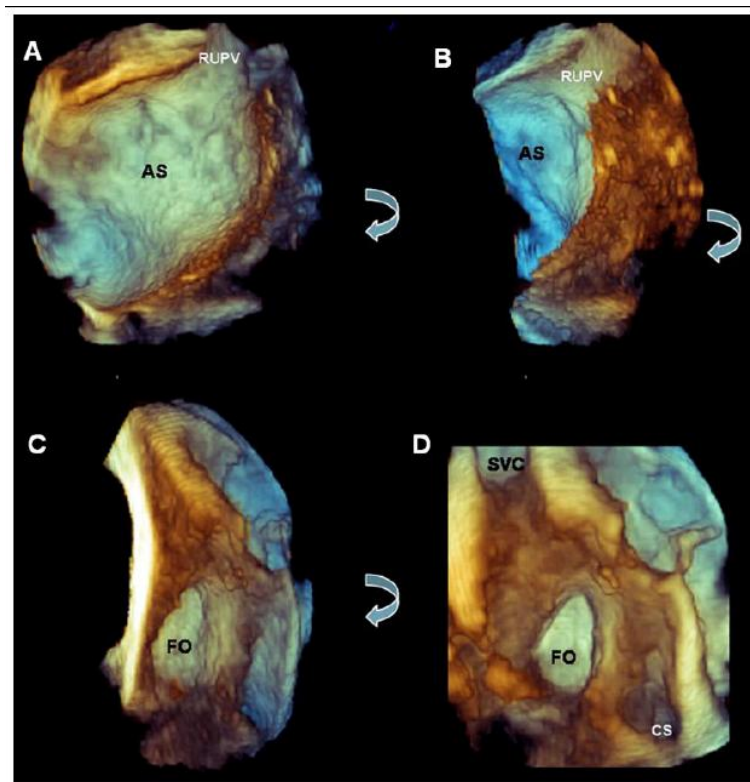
获取左侧房间隔(AS)三维经食管超声心动图成像, 右上肺静脉(RUPV)位于图像的上方(A)。沿着弯箭头继续旋转该图像(B), 可显示火山口型的卵圆窝(FO) (C) 及上腔静脉(SVC)和冠状窦的入口(CS) (D)。
